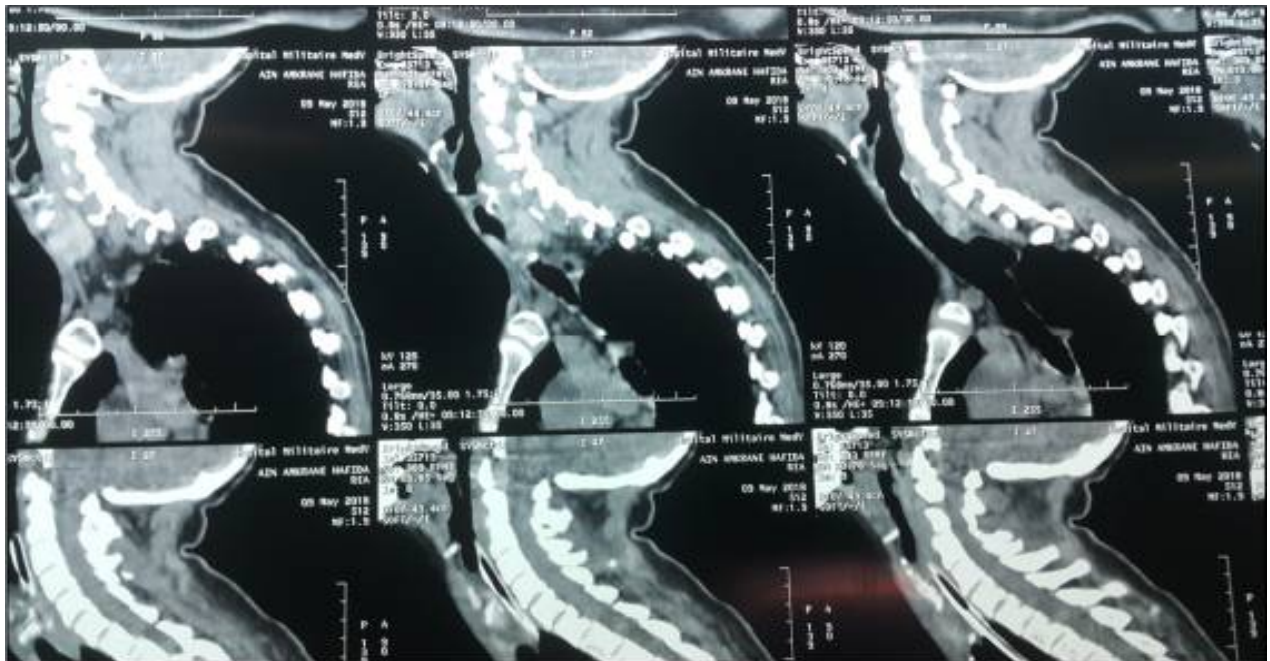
TDM cervico-thoracique révélant une FOT localisée au niveau de la trachée supérieur (cervical)
